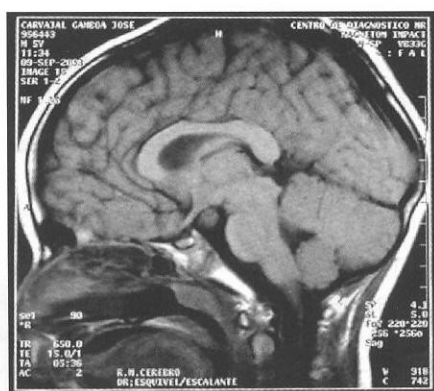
Cortes sagitales de resonancia magnética nuclear que muestran una masa sólida tipo hamartoma del cuerpo mamilar derecho por debajo y hacia delante del piso del tercer ventrículo que mide 1x1 cm y que no toma medio de contraste.
